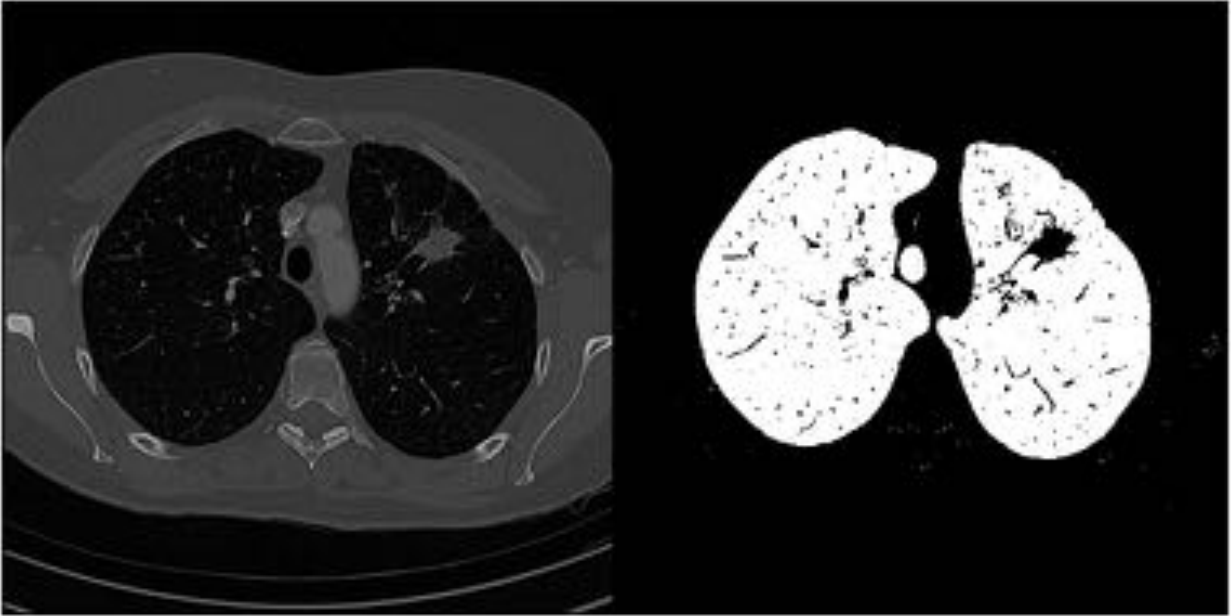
Ejemplo de la segmentación automática de tejido "blando". En la imagen de la izquierda se presenta un corte de CT y en la de la derecha el resultado de la segmentación.
